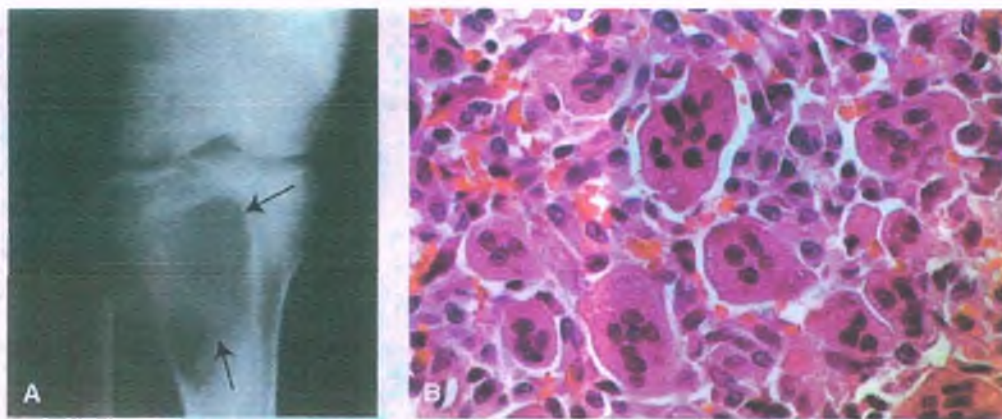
Tumor óseo de células gigantes A. Radiografía de la porción proximal de la tibia en la que se observa una lesión lítica excéntrica que prácticamente no contiene hueso de nueva formación (*flechas*). El tumor se extiende hacia la placa ósea subcondral y rompe la cortical dentro del tejido blando. B. Microfotografía en la que se observan células gigantes de tipo osteoclástico y células mononucleares ovaladas, pletóricas. El núcleo de ambos tipos de células es idéntico.
